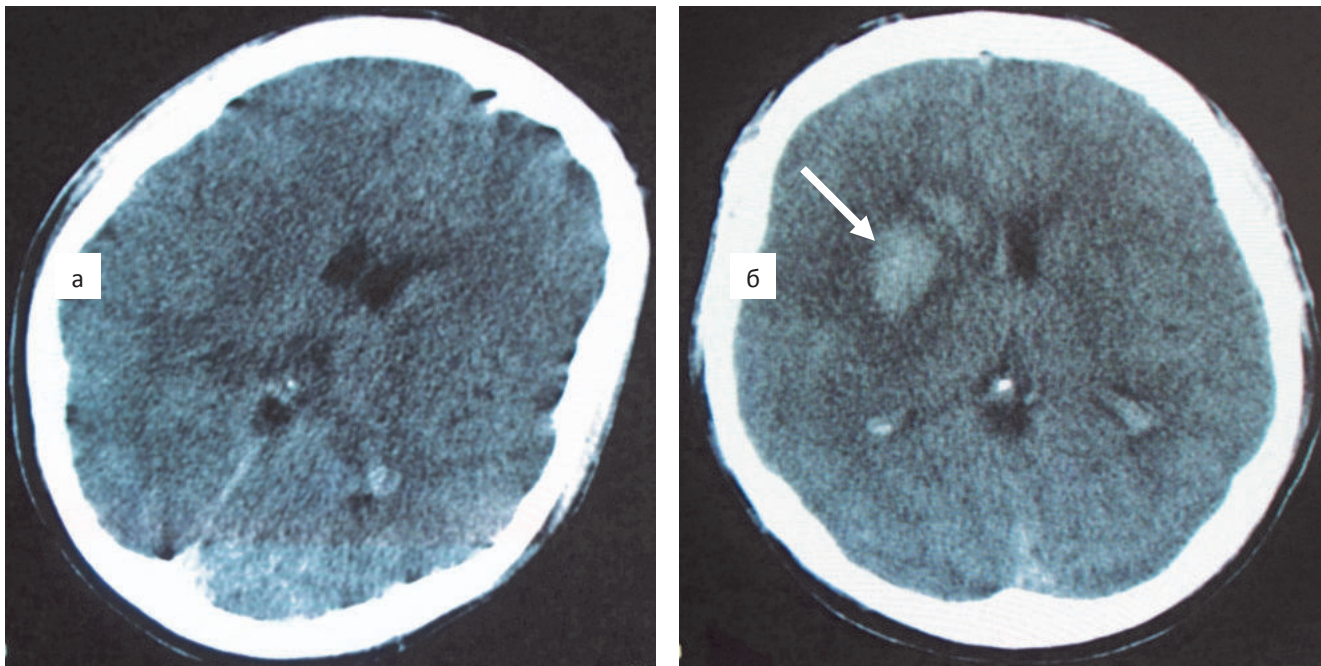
КТ головного мозга больного с ОНМК по ишемическому типу в бассейне СМА справа: а) – до ИАТЛ; б) – после ИАТЛ (стрелкой указана гиперденная зона размерами 45x19 мм, плотностью + 45 ед.Н).
